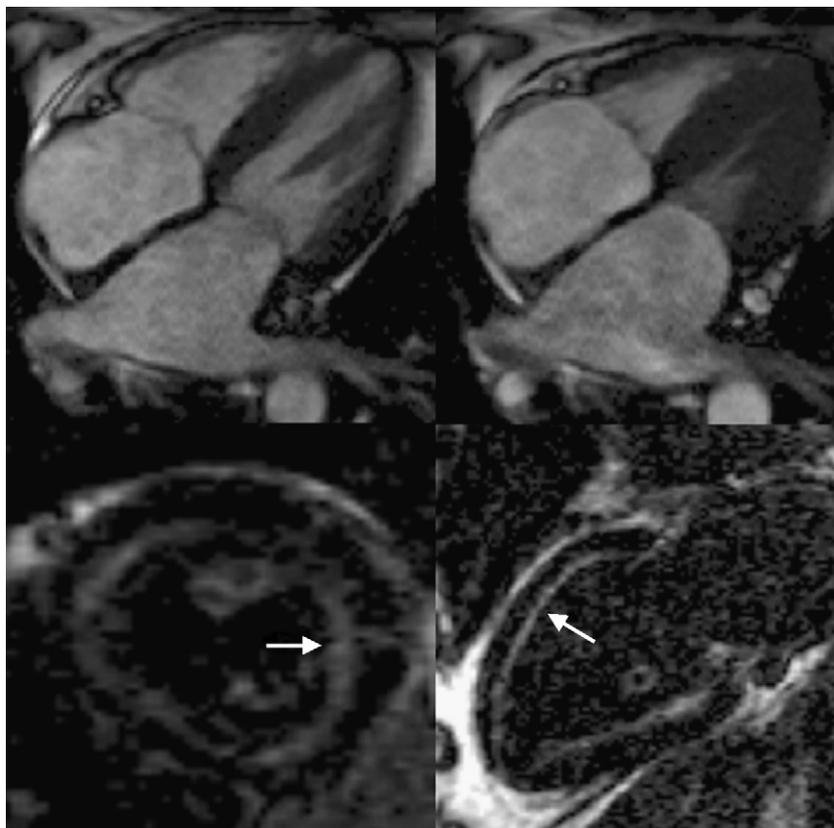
Resonancia magnética de 2 pacientes con amiloidosis. Imágenes superiores: planos de cine de cuatro cámaras en diástole (izquierda) y sístole (derecha). Obsérvese la importante hipertrofia ventricular con pobre contracción longitudinal y la gran dilatación biauricular. Imágenes inferiores: tras administración de gadolinio eje corto (izquierda) y apical de dos cámaras (derecha), que muestran captación de contraste a nivel subendocárdico (flechas). Cortesía del Dr. J. Moon, *The Heart Hospital*, Londres, Reino Unido.
